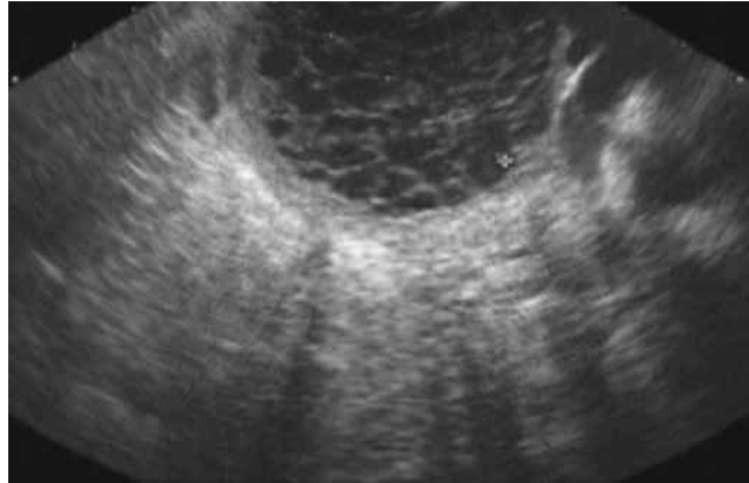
ASPECT TYPIQUE, EN RAYON DE MIEL, D'UN CYSTADENOME SEREUX A L'ECHO-ENDOSCOPIE [63]
